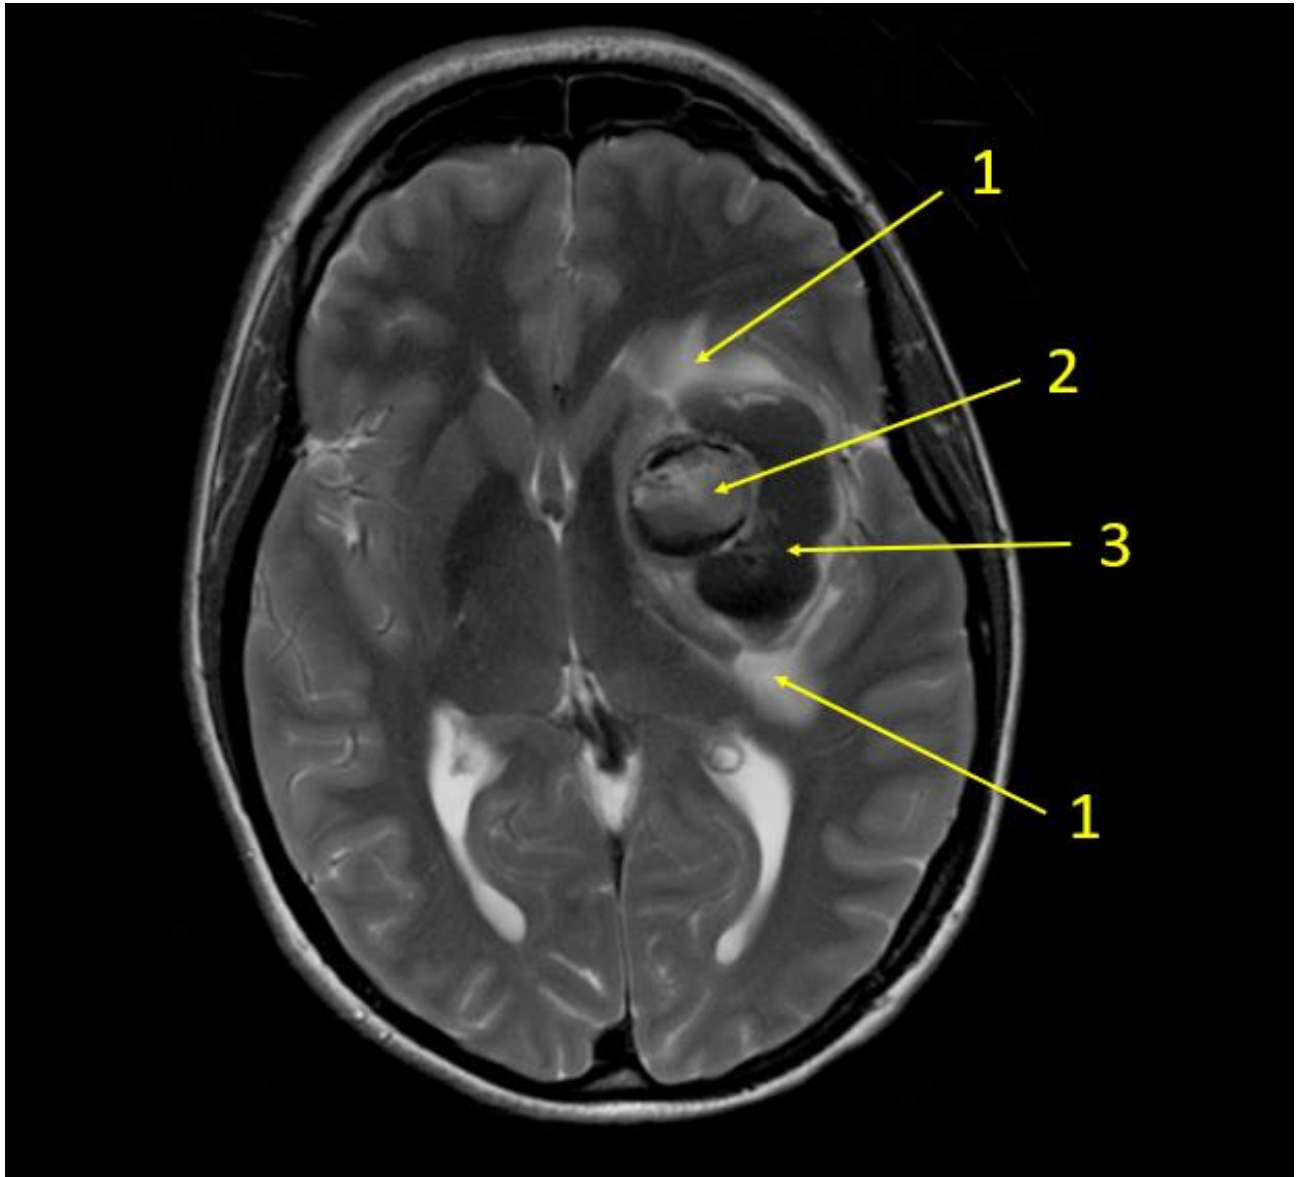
Axiální MRI (T2-WI) 17 měsíců po chirurgické resekci. Databáze NCHK 1. LF UK a ÚVN Praha, data o pacientech zůstávají anonymní.
